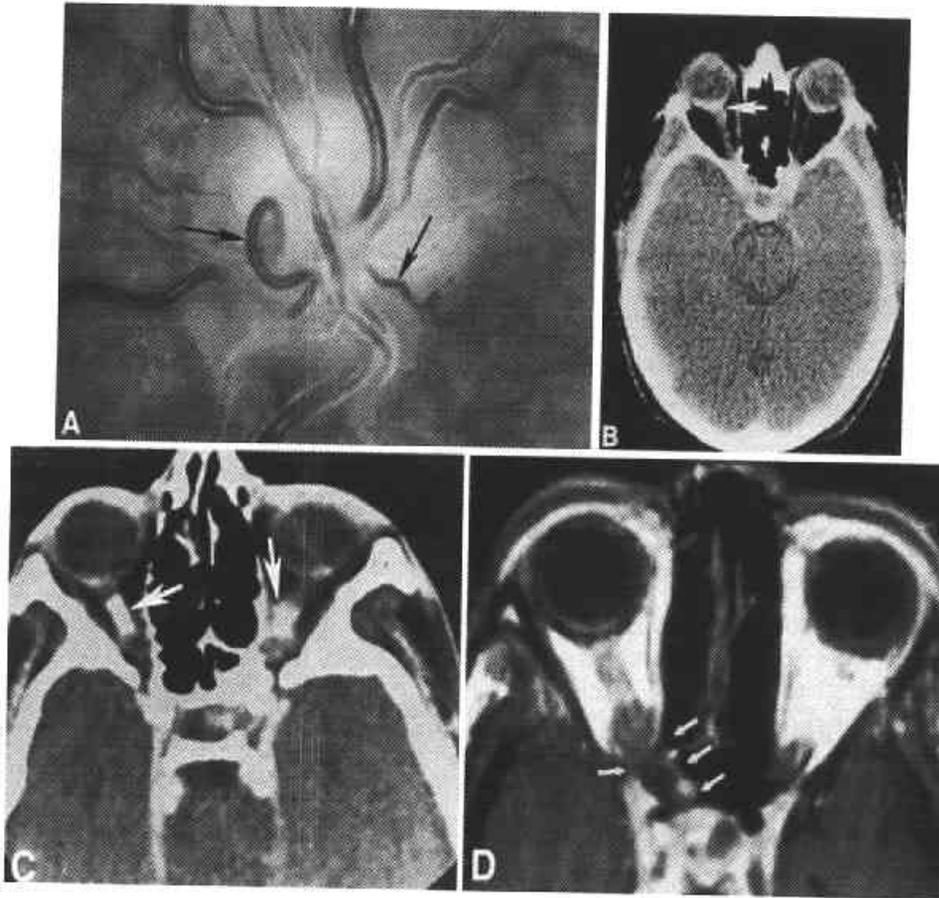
A. Cortocircuitos optociliares. B Corte axial de TAC en donde se observa el engrosamiento del nervio de forma fusiforme. C, engrosamiento de forma tubular hiperdenso, D RMN T1, en donde se observa un engrosamiento del complejo nervio/meninges, de forma tubular e imagen en vía de tren; las flechas señalan en involucro del hueso esfenoides.
